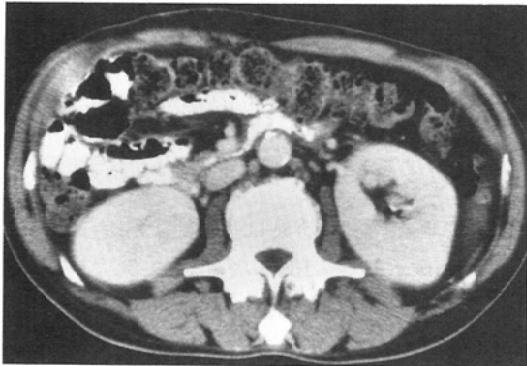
CT scan of the small intestine with new barium
